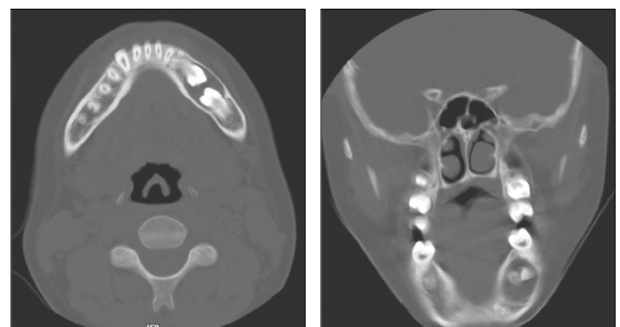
1st visit CT image.
